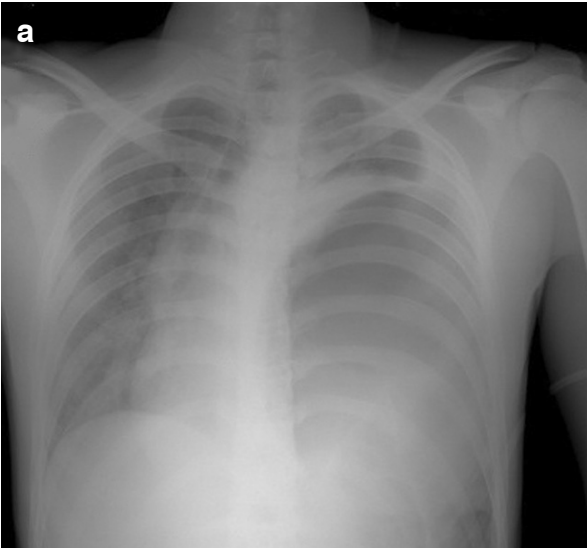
Hastanın yüksekte düşme sonrası ilk çekilen postero-anterior akciğer grafisinde normal akciğer görülmektedir.
